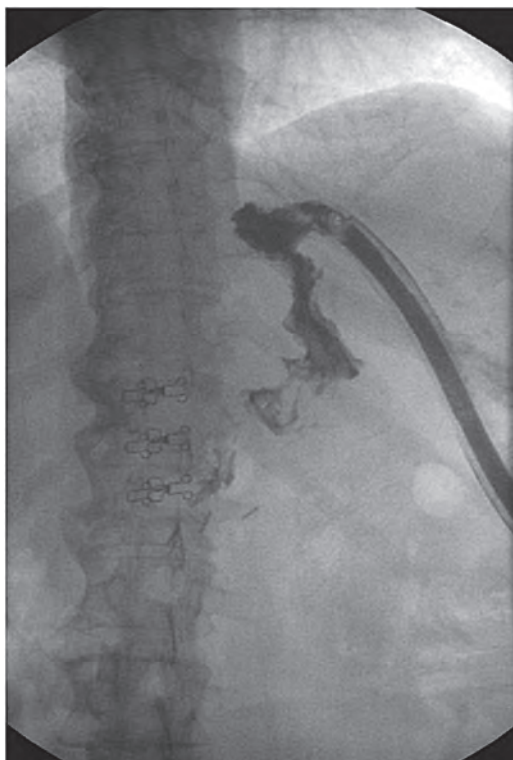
Рентгенологічна картина неспроможності лінії стаплерного шва.
